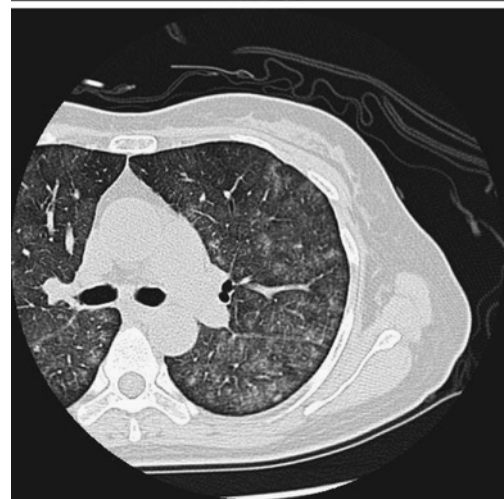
Chest high-resolution CT on admission reveal diffuse ground glass opacities with centrilobular augmentation in the bilateral lungs. Irregular interlobar pleural thickening is recognized. Isolated subpleural linear shadows suggestive of interlobular septal thickening are seen.
